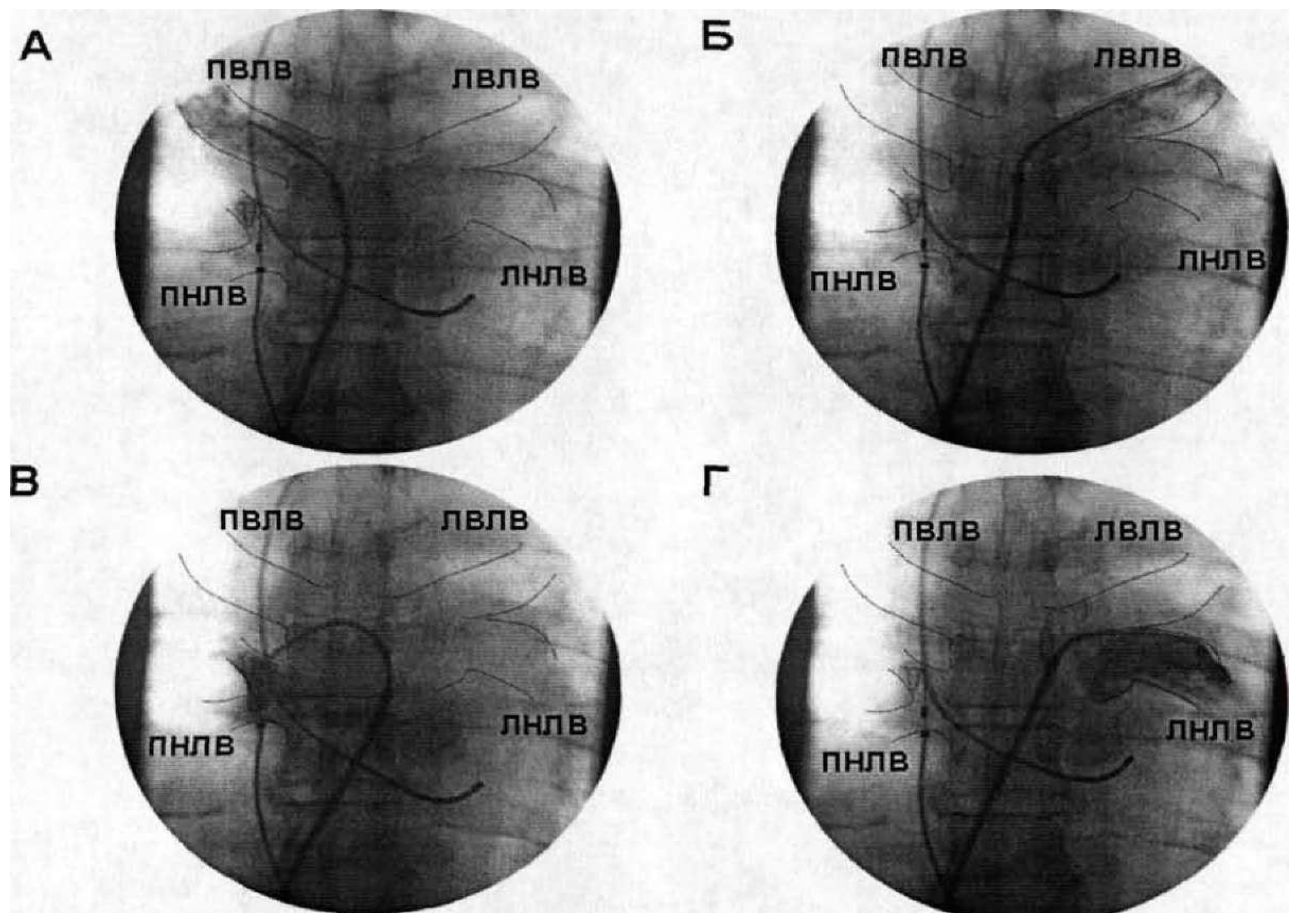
Рентгенограми хворого. Пунктирними лініями обведено контури ЛВ.
